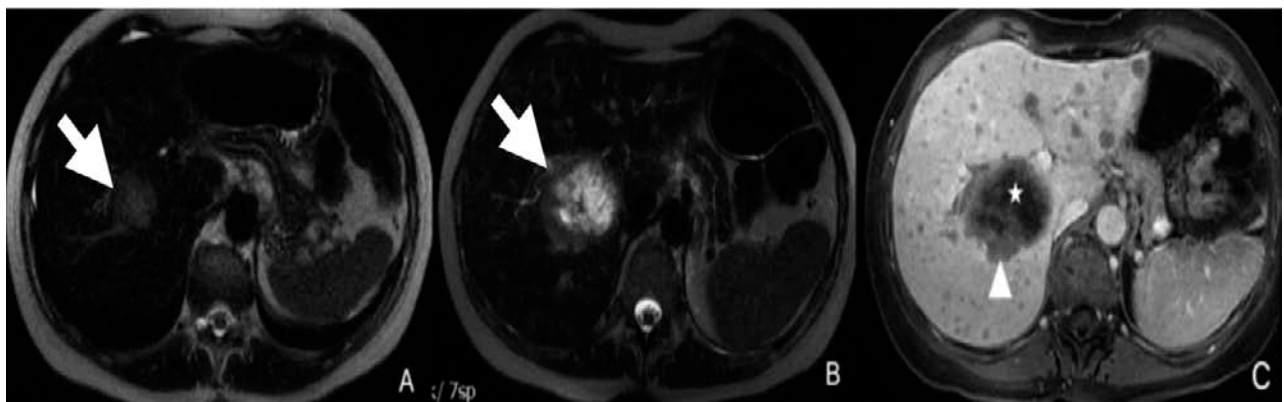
Imagerie par résonance magnétique T2 (IRM T2-w) chez une femme de 57 ans présentant une tumeur stromale gastro-intestinale jéjunale et une métastase du foie. A: L'IRM T2-w on a une lésion hyperintense située au niveau du cinquième segment (flèche). Après 5 mois de traitement par l'imatinib, l'IRM T2-w montre l'élargissement de la lésion (flèche) avec des zones nettement hyperintenses (B) et une image en séquence T1-w dans la phase portale après une injection intraveineuse de gadolinium illustrant les zones de prise de contraste périphérique dues au tissu tumoral viable (flèche) et à la région centrales hypointenses kystiques (astérisque) (C) [78]
